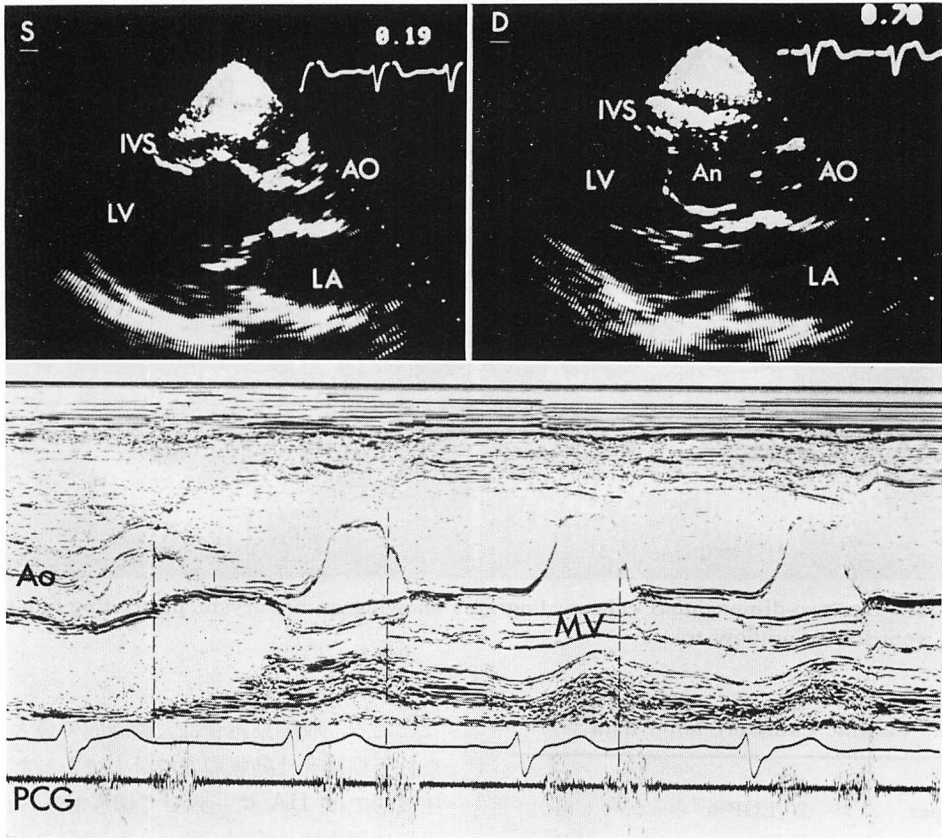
The M-mode and two-dimensional echocardiograms.
